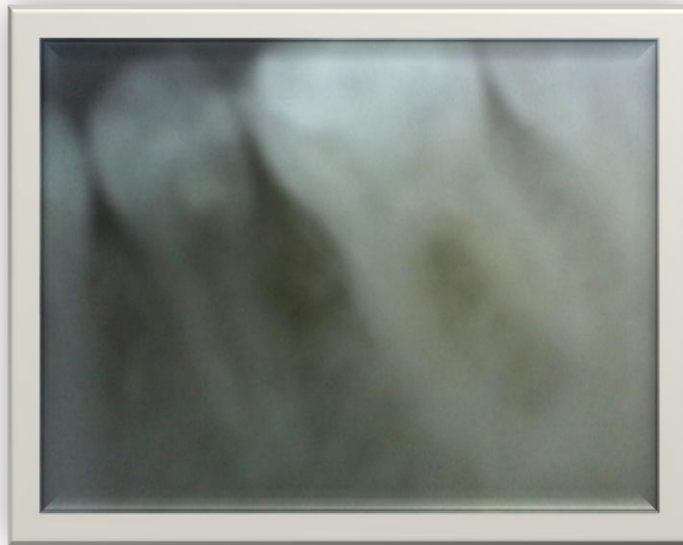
Radiographie de contrôle
